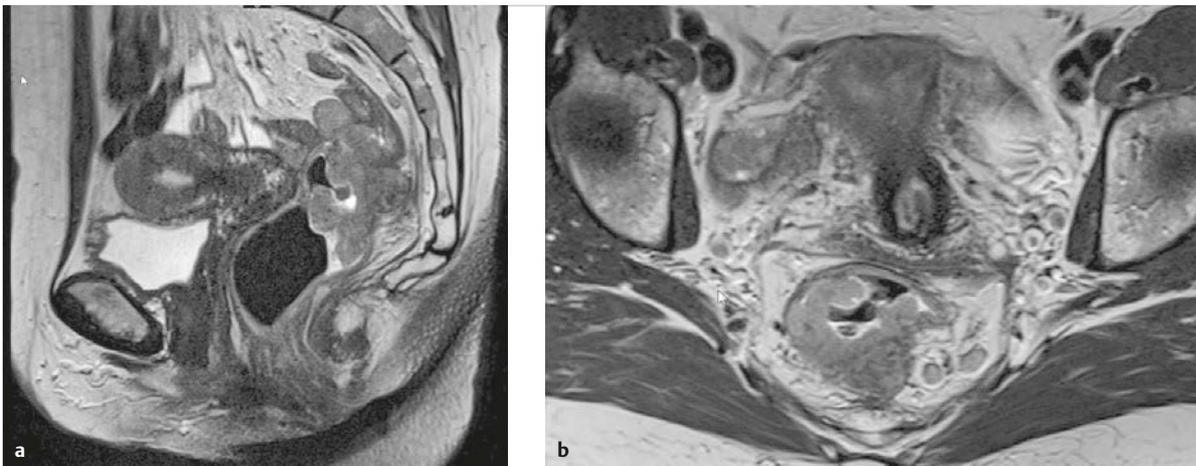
MRT des Beckens. mrT 3c mrN+ Rektumkarzinom mit aboralem Tumorrund 8 cm ab anokutaner Linie.
